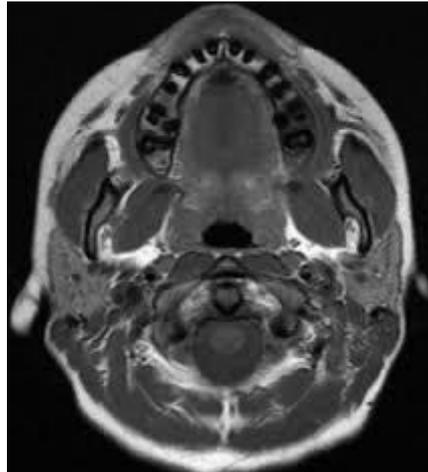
TDM cervicale en faveur de l'hypertrophie parotidienne bilatérale
